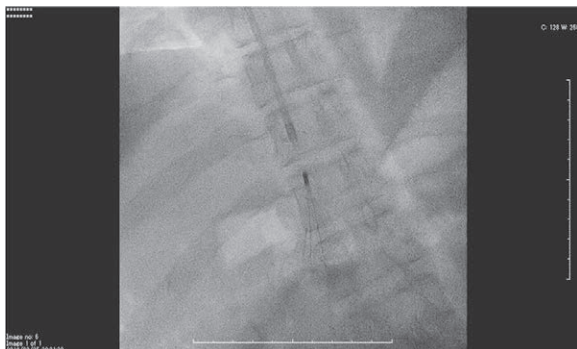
X線血管造影: IVC フィルターの腎静脈上留置 (Th11-12 レベル)
